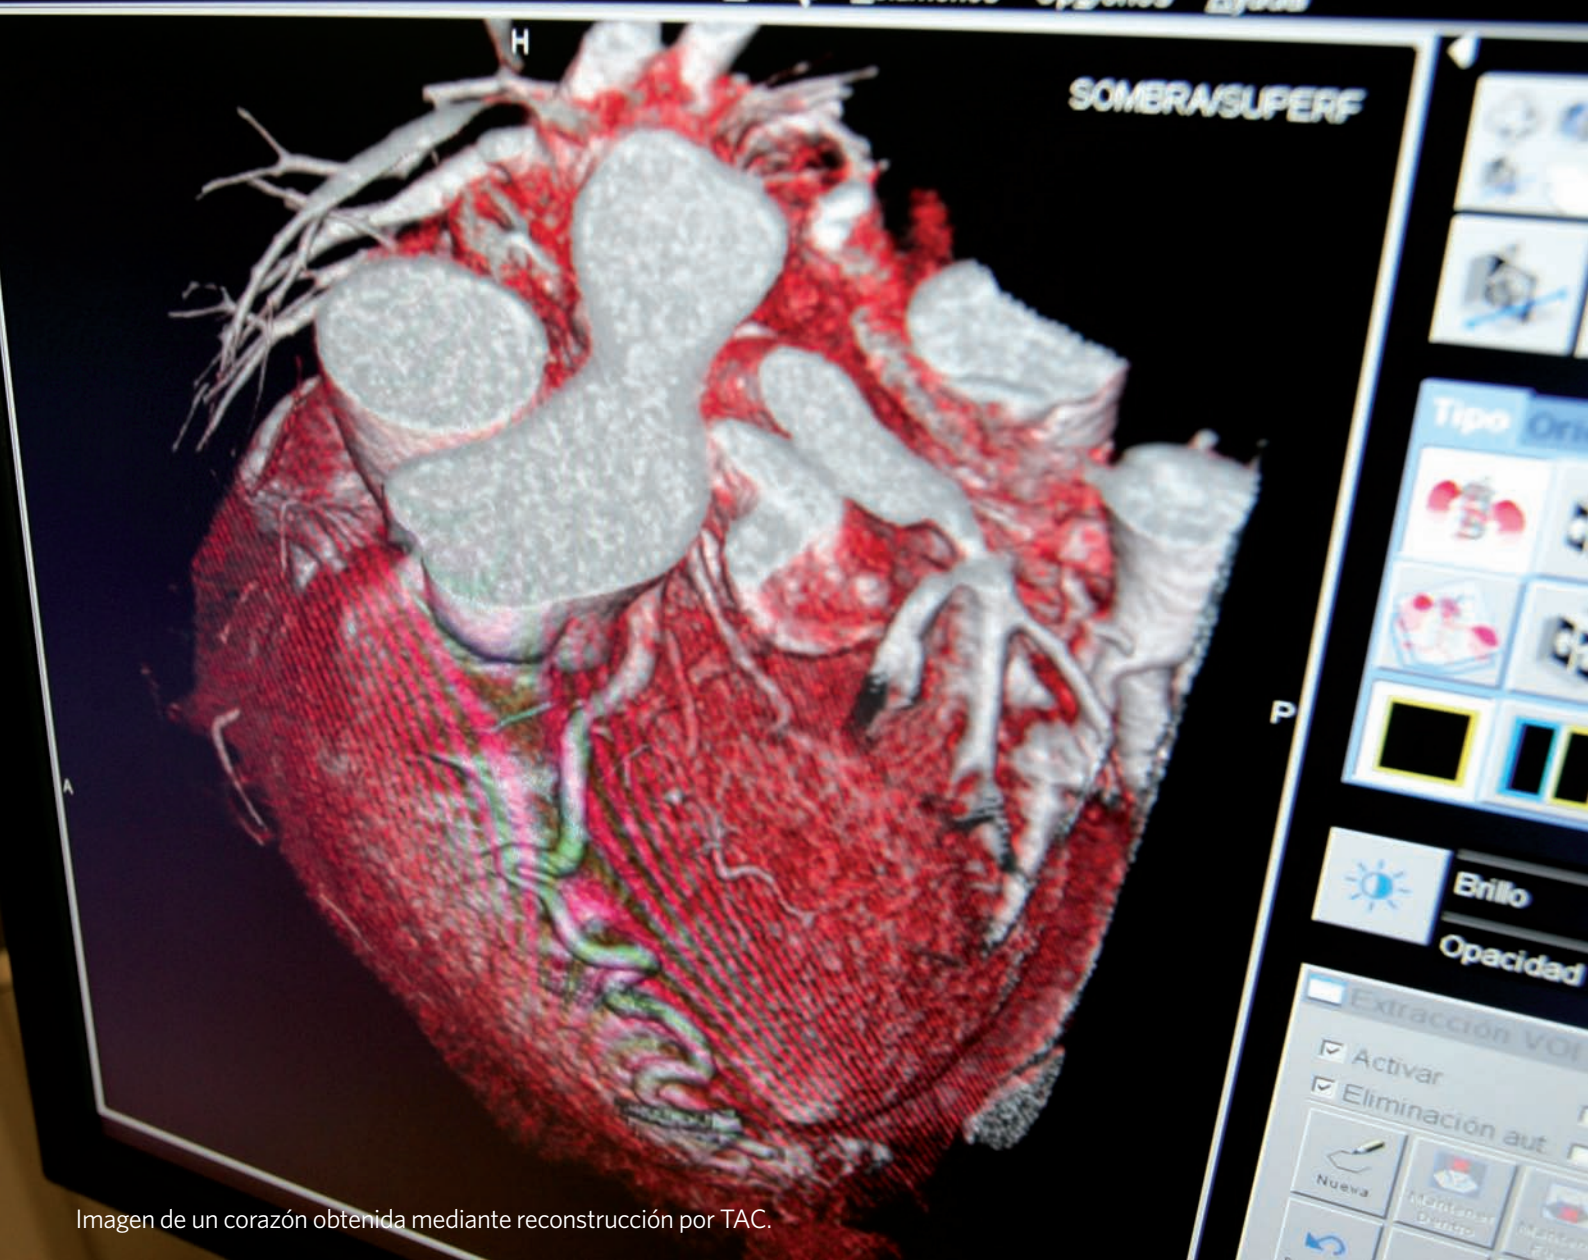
Imagen de un corazón obtenida mediante reconstrucción por TAC.
